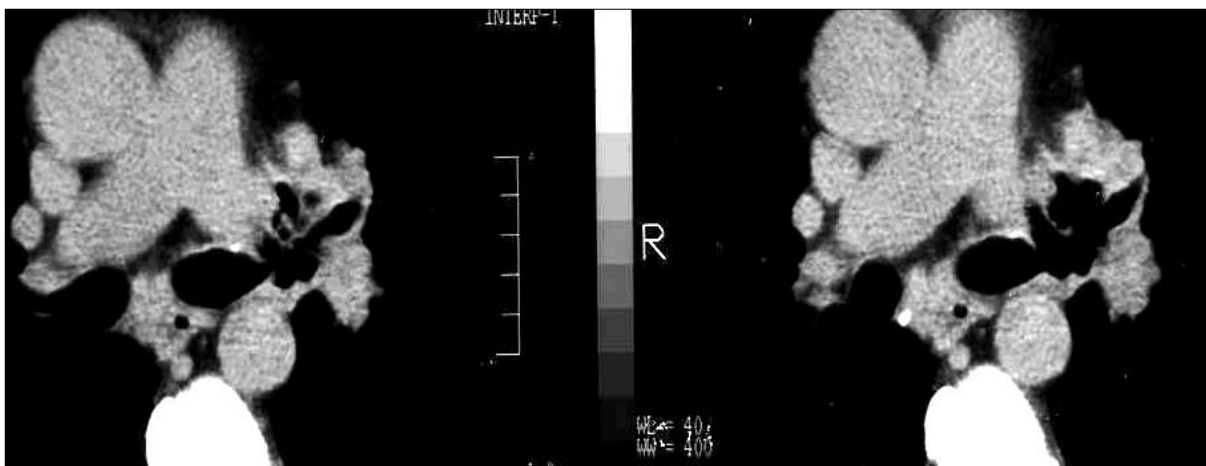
TC de tórax com reconstrução, mostrando a extensa necrose brônquica com presença de grande quantidade de ar fora da via, na zona da deiscência completa.
